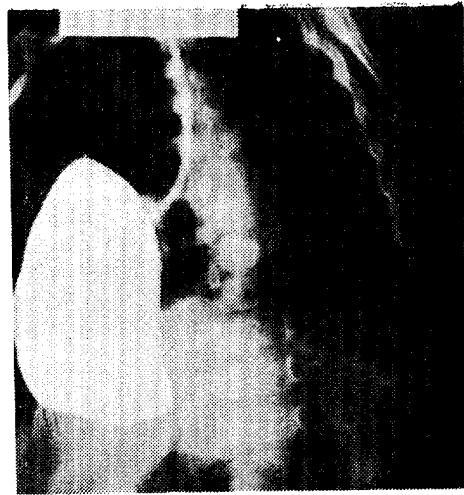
術前 X-ray 胸部单纯촬영.
